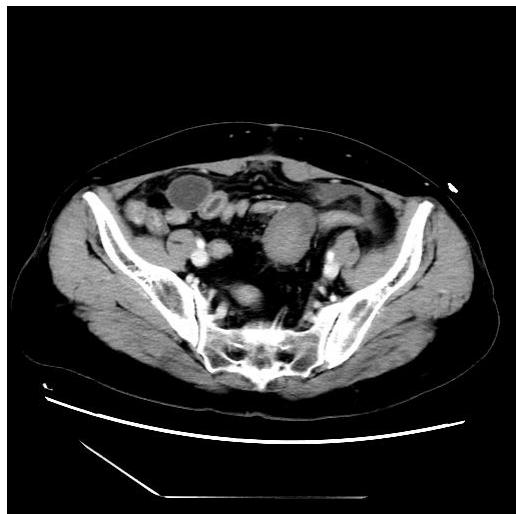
盆腔CT轴位CT增强(动脉期)低密度区强度强化T值约为30HU
